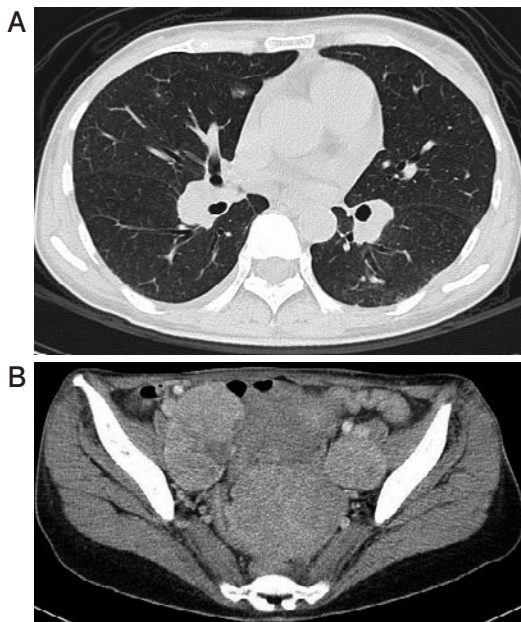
(A) A chest CT on admission shows multiple small nodular lesions with ground-glass opacity in right S⁵. (B) An abdominal contrast-enhanced CT shows tumors with scarce contrast effect in the uterus and tumors with contrast effects in both sides of the uterus.
